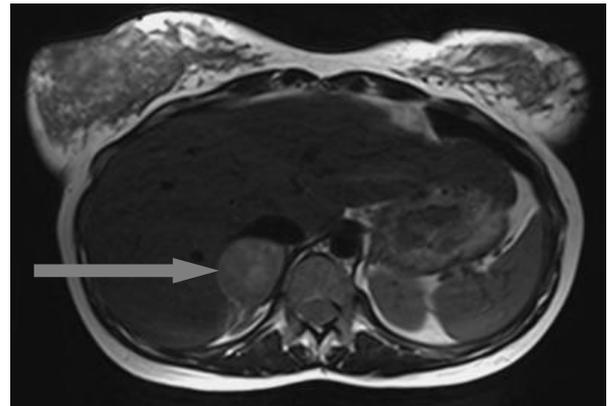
IRM des surrénales sans injection de gadolinium, pondération T2, la flèche indique la masse surrénalienne droite hétérogène et charnue mesurant 34 x 40 mm.
